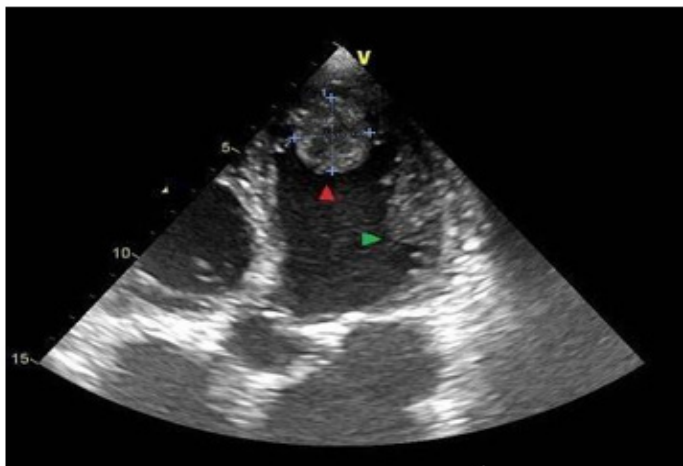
ETT 2D en incidence parasternale 5 cavités montrant un thrombus apical (flèche rouge) et une non compaction de latérale du ventricule gauche (flèche verte)
